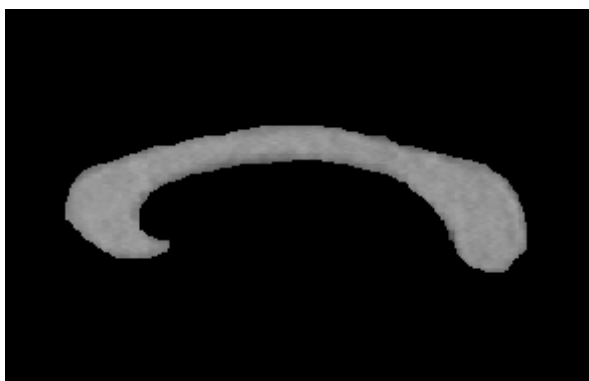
RM: segmentación del cuerpo calloso (paciente nº 5)
